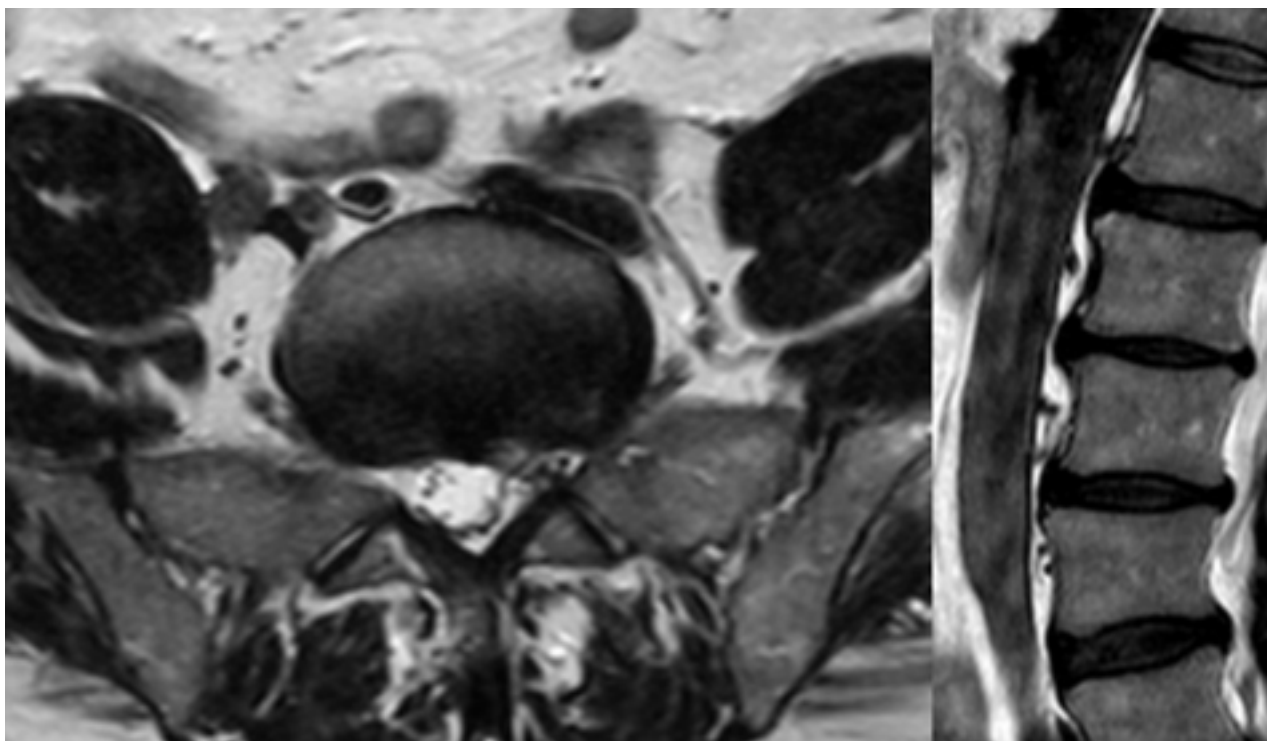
RM de columna lumbar, HNP nivel L5-S1 foraminal izquierda. Planos axial y sagital paramediano izquierdo.
